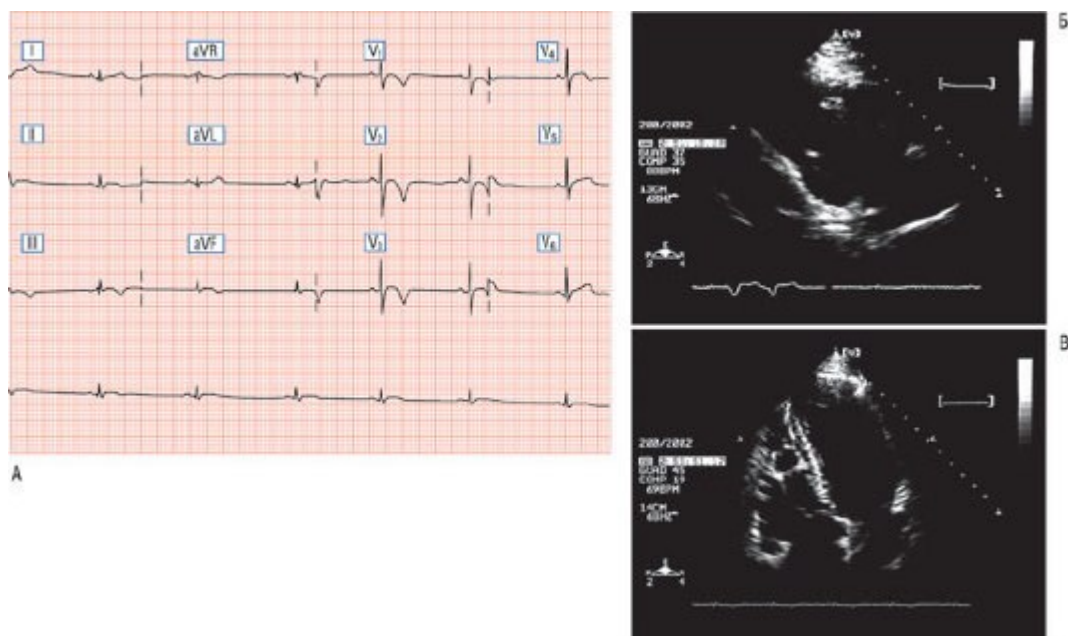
Электрокардиографические и эхокардиографические признаки аритмогенной кардиомиопатии ПЖ у спортсмена, не предъявлявшего жалоб. А - спортсмен был направлен на дополнительное обследование в связи с изменениями на ЭКГ, обнаруженными при профилактическом осмотре и заключающимися в инвертированных зубцах Т в отведениях, характеризующих нижние и переднебоковые отделы, и низком вольтаже комплекса QRS в отведениях от конечностей. Аритмогенная кардиомиопатия ПЖ была заподозрена при ЭхоКГ, на которой определялась небольшая дилатация ПЖ, нарушение движения базального и апикального сегмента стенки с диастолической деформацией приносящего тракта ПЖ и дезорганизация трабекул: продольная позиция ПЖ (Б) и четырехкамерная позиция (В). Окончательный диагноз был поставлен при МРТ сердца (не представлено).
